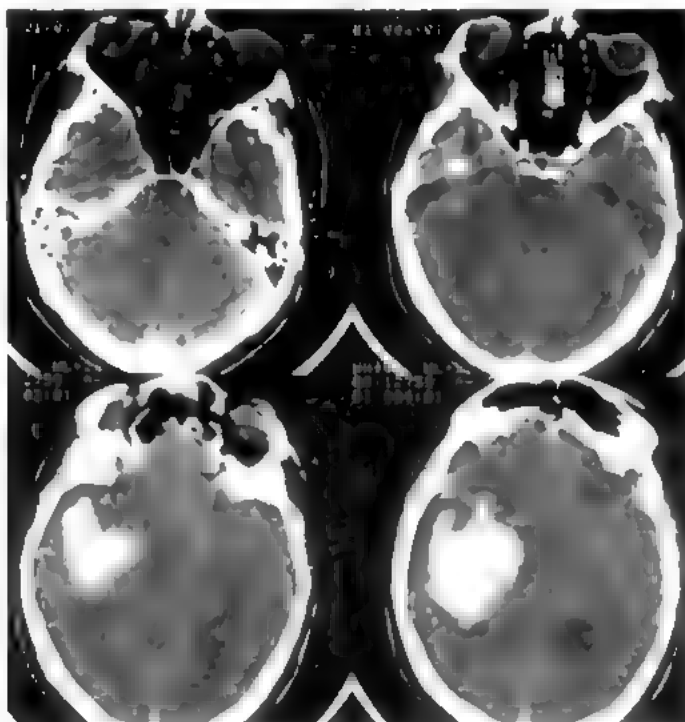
Острая внутримозговая гематома правой височной доли: КТ
